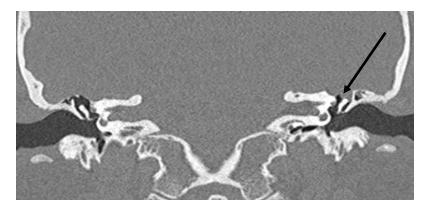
Компьютерная томография, коронарная проекция. Дополнительный компонент в антруме слева с переходом в карман Кречмана, частично в медиальный отдел аттика с кариозными изменениями крыши барабанной полости без вовлечения щитка (чёткий и острый)
